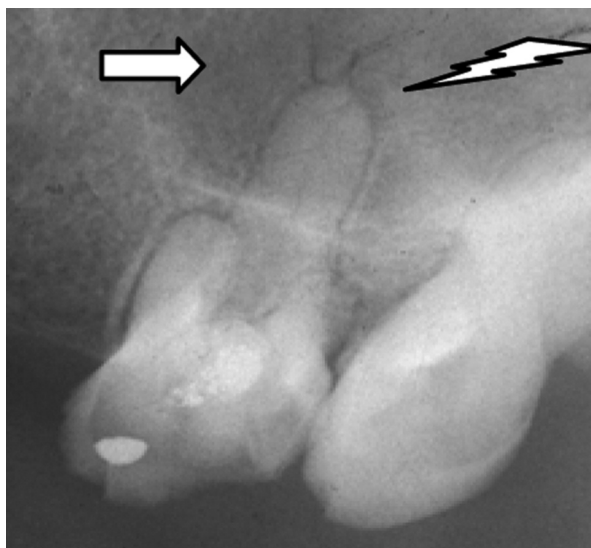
Внутрішньоротова рентгенограма 26. Вторинний глибокий карієс коронки. Хронічний гранулюючий періодонтит. Біля верхівки піднебінного кореня розширення періодонтальної щілини, зруйнована компактна пластинка і губчаста речовина альвеолярного паростка. Ділянка деструкції неправильної форми, у вигляді язиків полум'я, з нечіткими межами (*звивиста стрілка*), ступінь прозорості ділянки деструкції малий. Навколо кореня остеопороз губчастої речовини альвеолярного паростка (*біла стрілка*)
